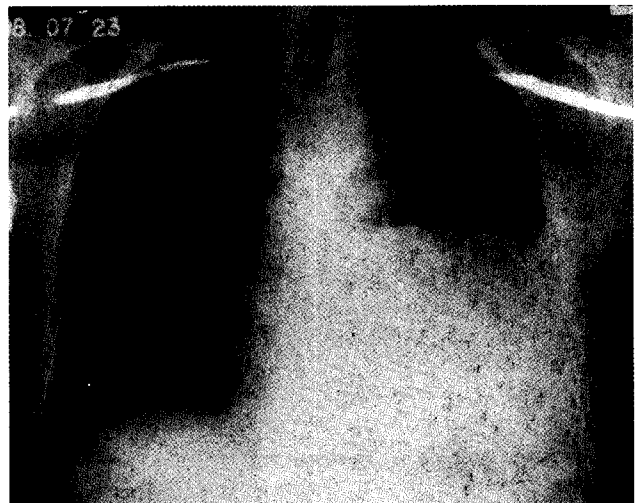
(a). Preoperative chest x-ray
